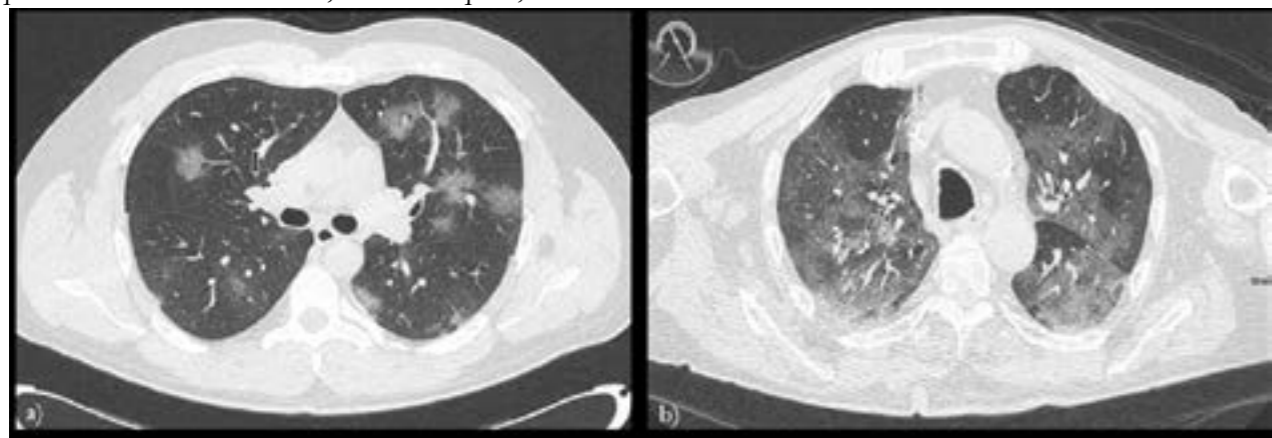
TC del torace in scansione assiale di due pazienti affetti da polmonite COVID-19 in differenti fasi della malattia. In a) paziente maschio di 36 anni in fase iniziale, l'esame TC eseguito dopo 3 giorni dall'insorgenza della sintomatologia respiratoria mostra focali aree a vetro smerigliato bilaterali.
